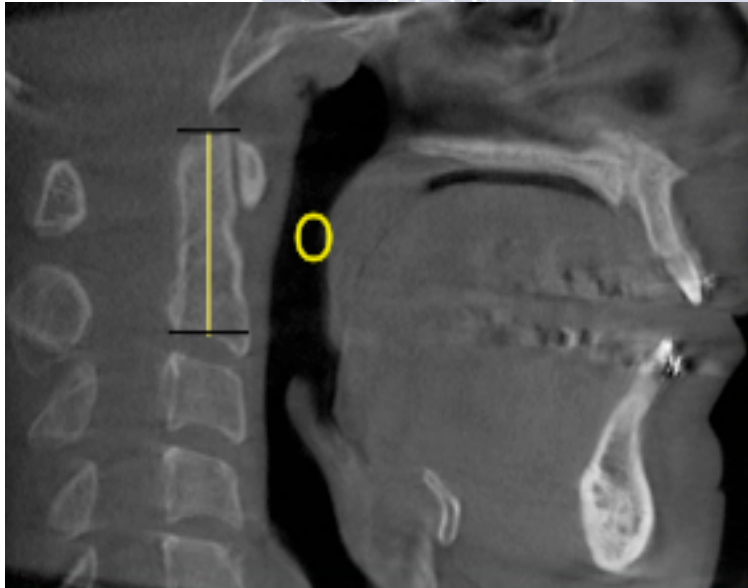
Medición de O, altura de la odontoides medida en plano sagital en la segunda vértebra cervical en imagen TC.
